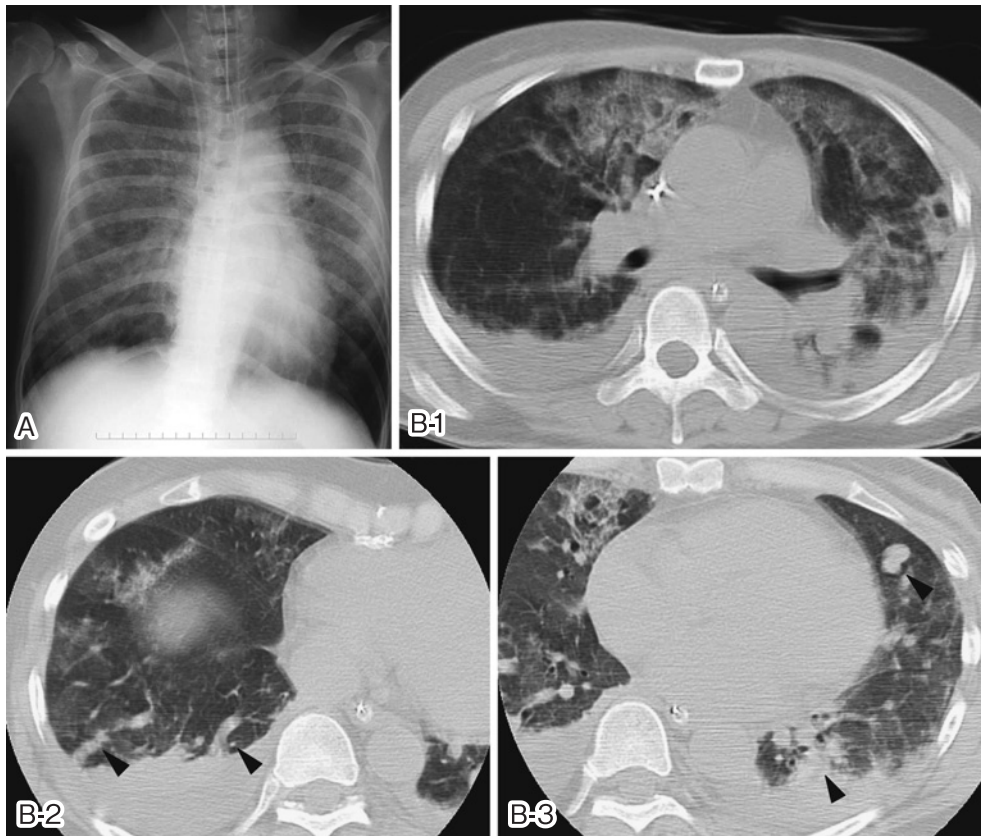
A) Chest x-ray on admission showing bilateral ground glass opacity in all lung fields. B-1 ~ 3) Chest CT showing bilateral ground glass opacity, pleural effusion and multiple nodules. B-2, 3) Arrow head shows arteriovenous fistula.
